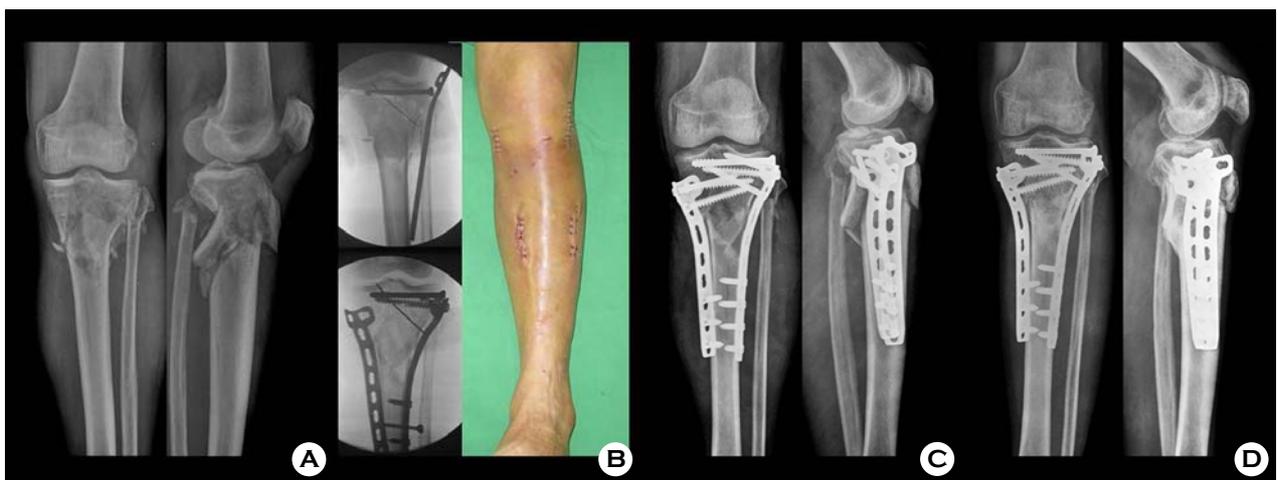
(A) A 75-year-old man had an intra-articular fracture of proximal tibia. (B) After screw fixation of articular involvement under fluoroscopy, percutaneous plating with two LCPs was made. (C) Satisfactory alignment was achieved without the touch of fracture site. Fixation and alignment were satisfactory on the postoperative radiograph. (D) The fracture was healed 18 weeks after surgery.
